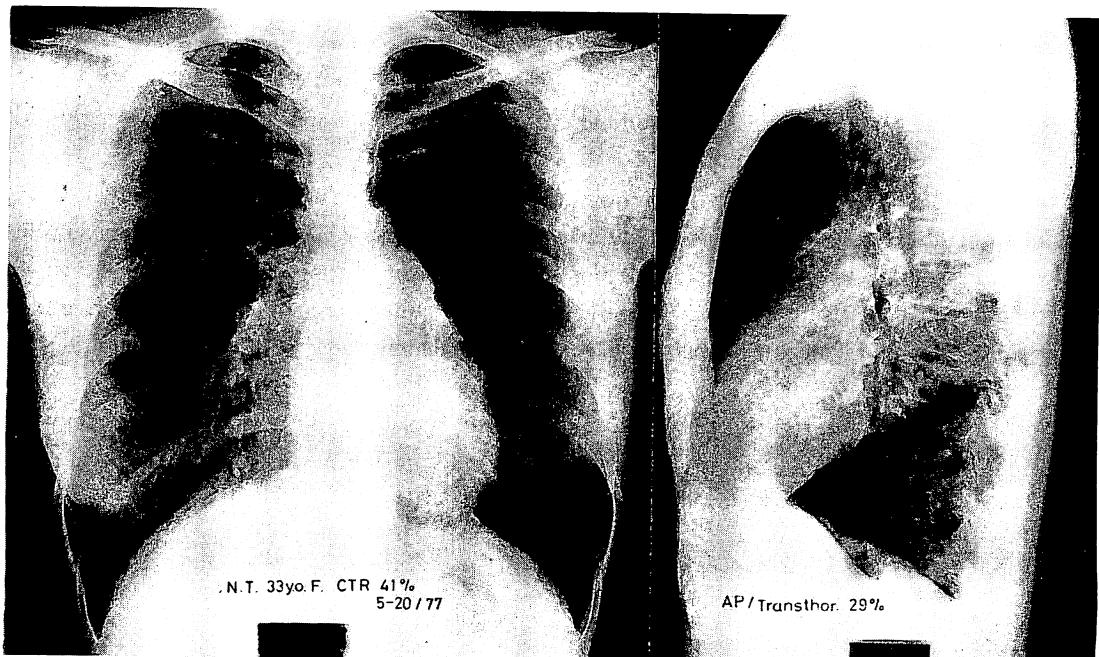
Chest roentgenogram.
